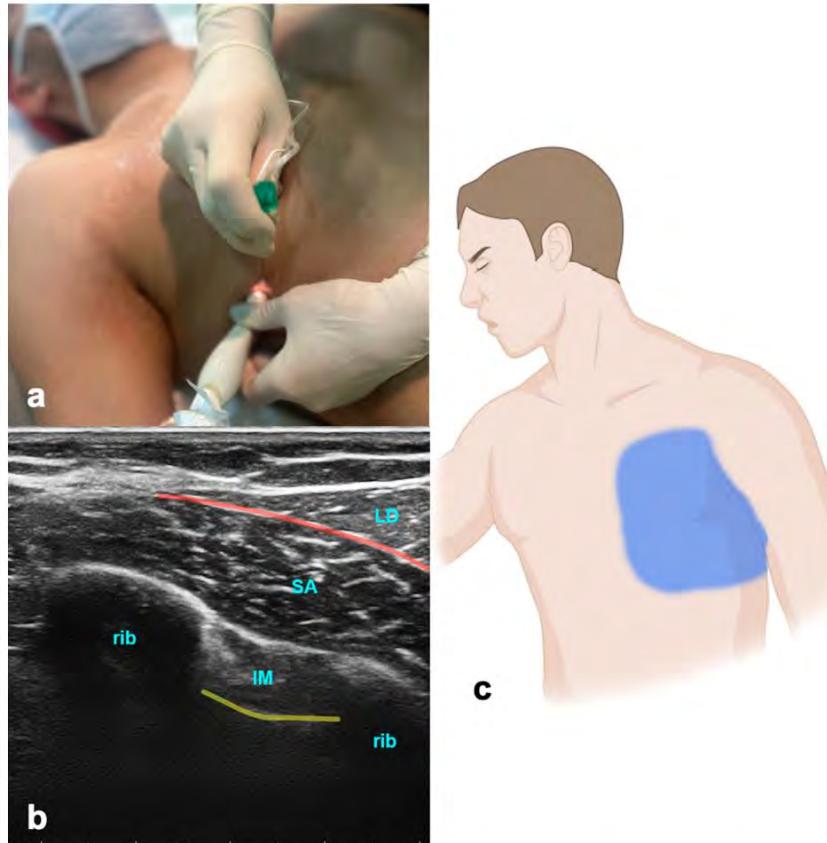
Serratus anterior plane block. (a) Transducer positioning. (b) Ultrasound anatomy of SAPB: LD—latissimus dorsi muscle; SA—serratus anterior muscle; IM—intercostal muscle; yellow line—pleura; red line—target space for SAPB. (c) Spread of SAPB.
